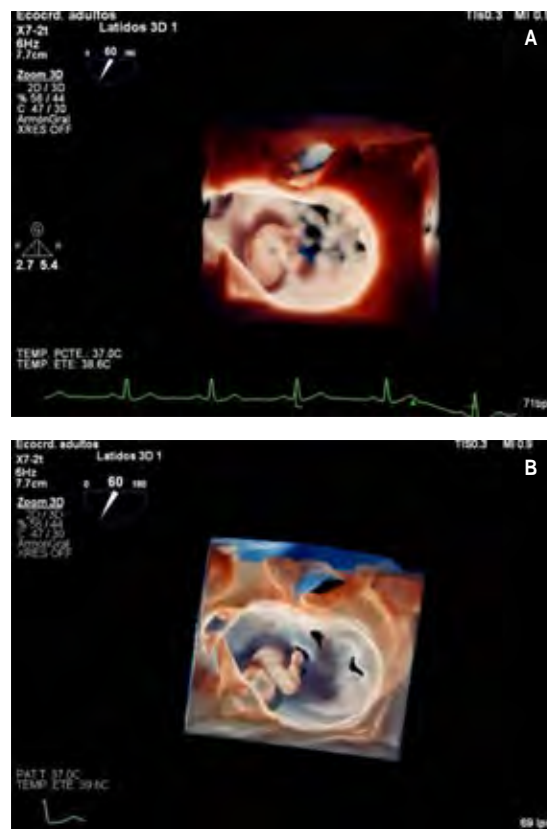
Ecocardiograma transesofágico. Zoom 3D de superficie auricular de válvula mitral (vista de cirujano) con visualización. A) TrueVue y B) TrueVue Glass (Philips Healthcare™) de vegetación adherida a valva anterior, grande y muy móvil, características de alto riesgo embólico.
